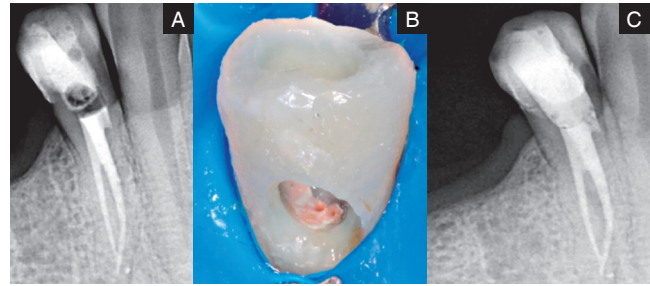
a) Seguimiento a 3 meses. b) Cavity preparada para reconstrucción. c) Radiografía final de reconstrucción con ParaCore (Coltene®).
